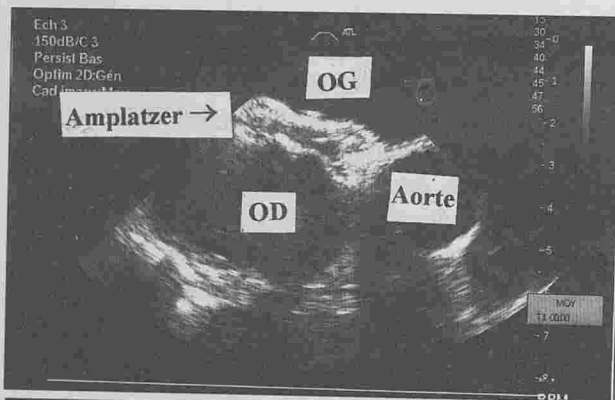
Echocardiographie trans œsophagienne per procédure, montrant une coupe transversale du septum atrial : calibration de la CIA au ballon (a)- Amplatzer avec ses deux disques bien appliqués contre les berges de la CIA (b).
